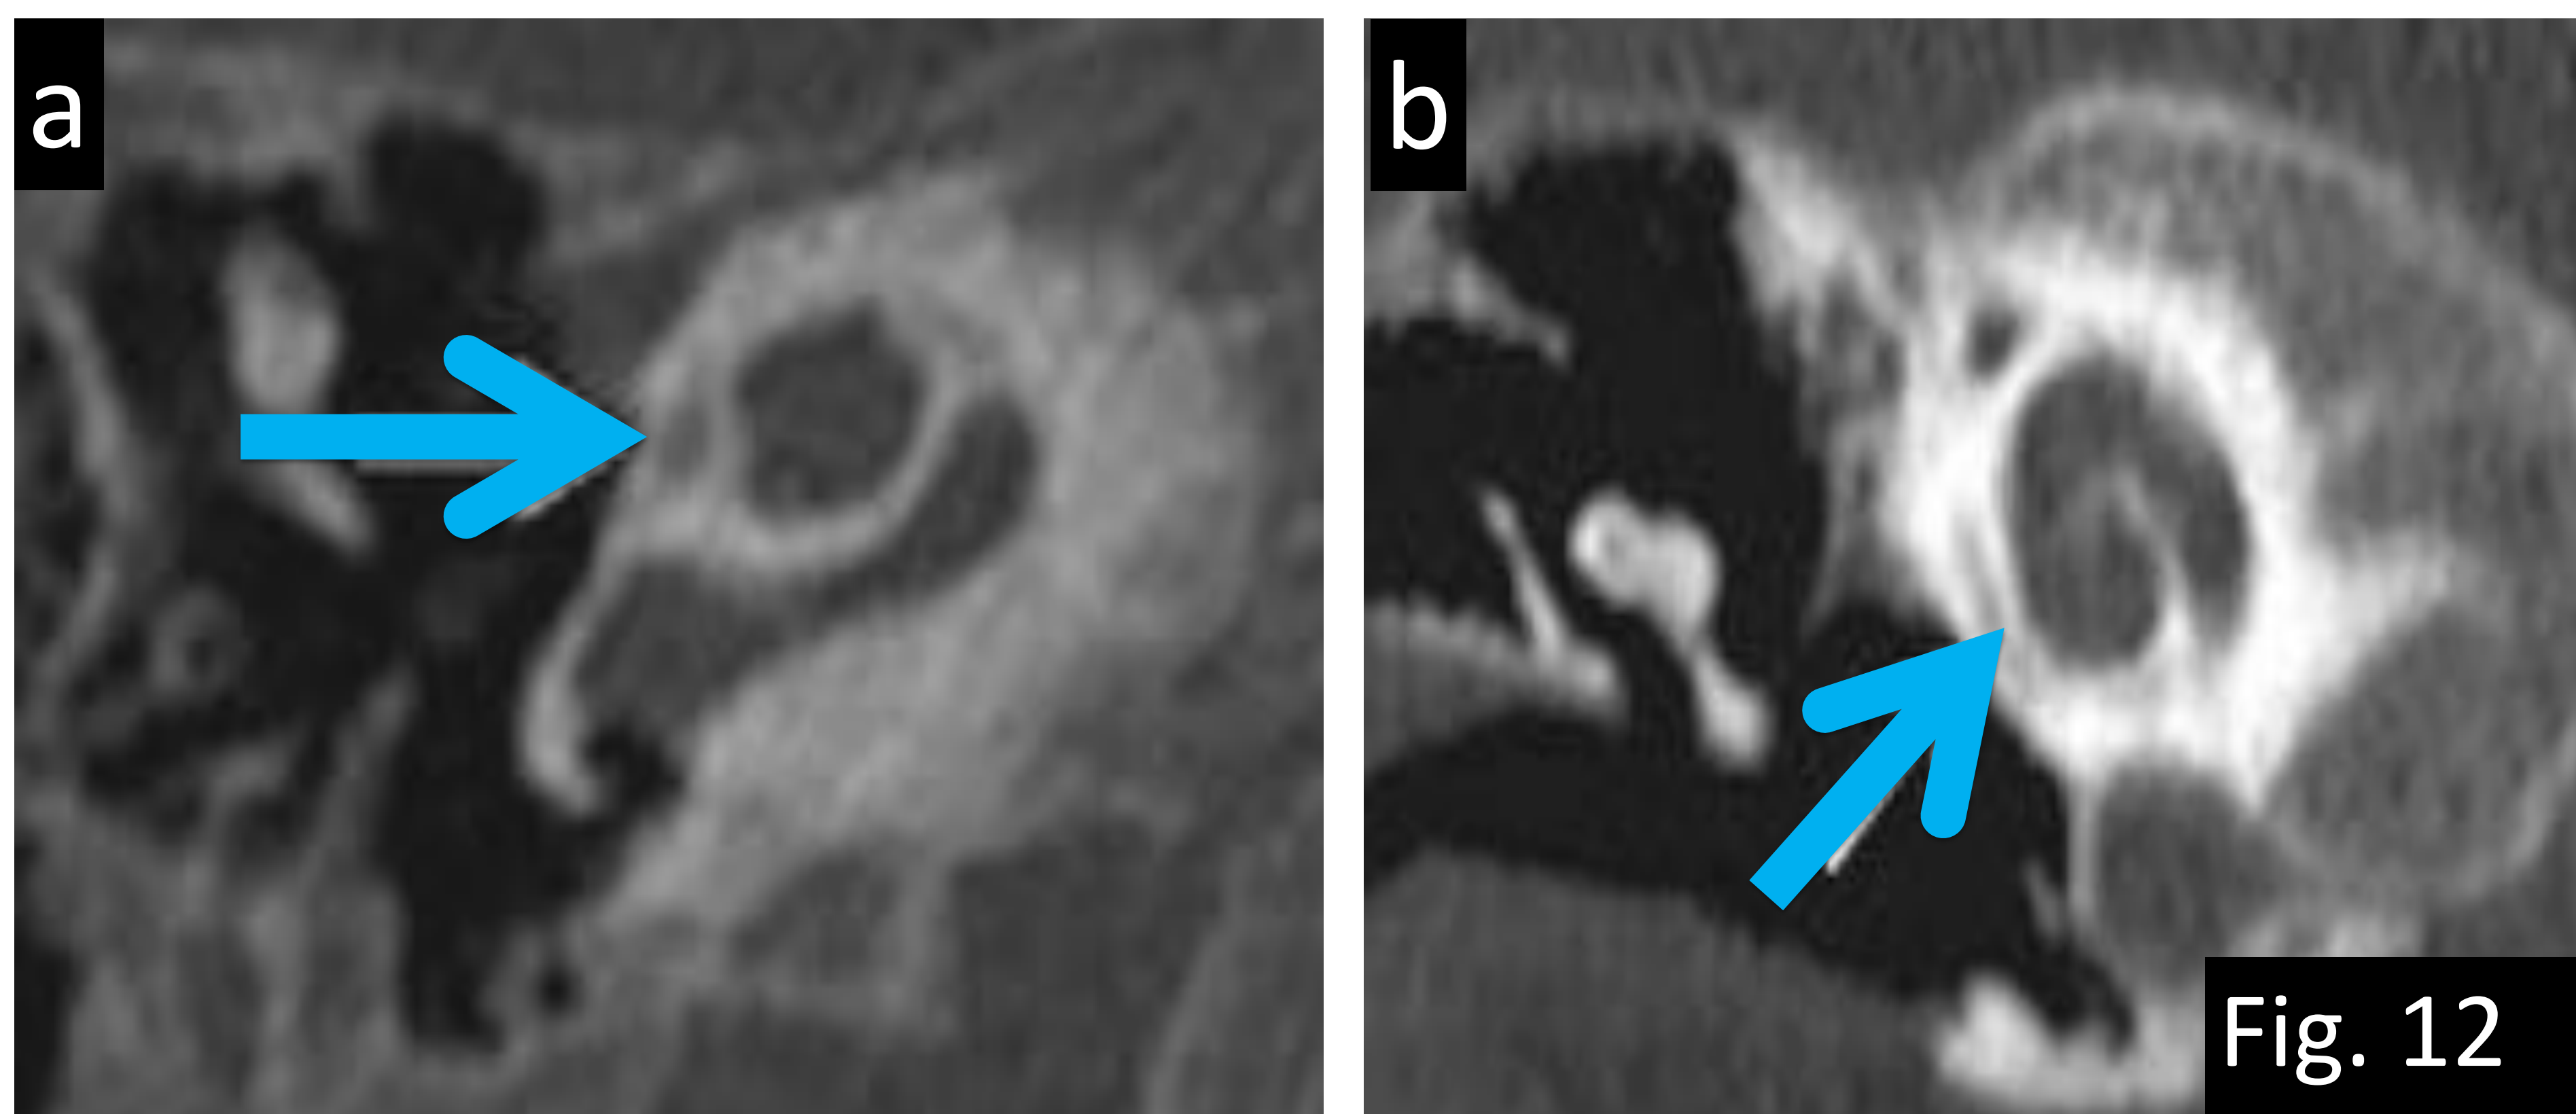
Ejemplo de error de percepción (historia) en un niño de 7 años con sospecha de sordera neurosensorial derecha. a) TC axial con ventana hueso y b) TC axial partes blandas donde se visualiza una pequeña radiolucencia alrededor de la cóclea compatible con hendidura coclear como variante anatómica de la normalidad (flechas). Referencias: Departamento de Radiología Hospital Severo Ochoa, Madrid. España 2018.
